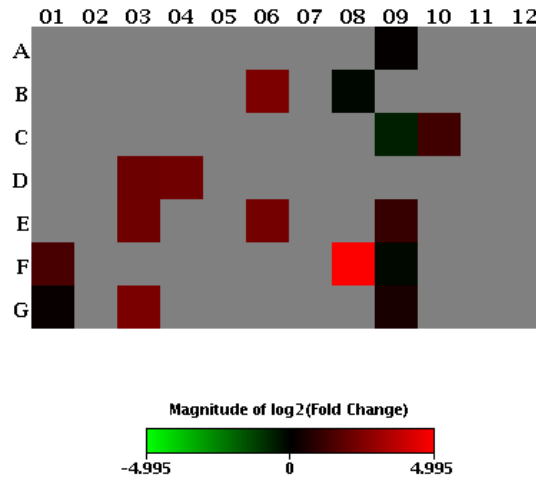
Mapa de calor da expressão gênica da cicatrização do GC- *versus* GQ+, de CT de queratinócitos (n=10).
